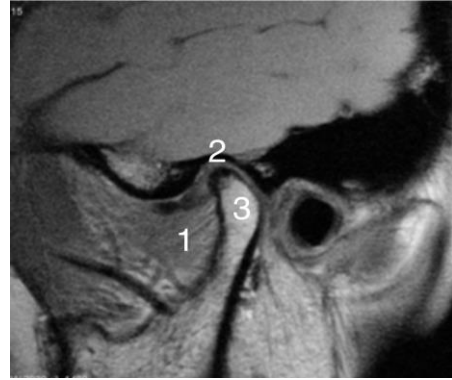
МРТ ВНЧС в период реабилитации
